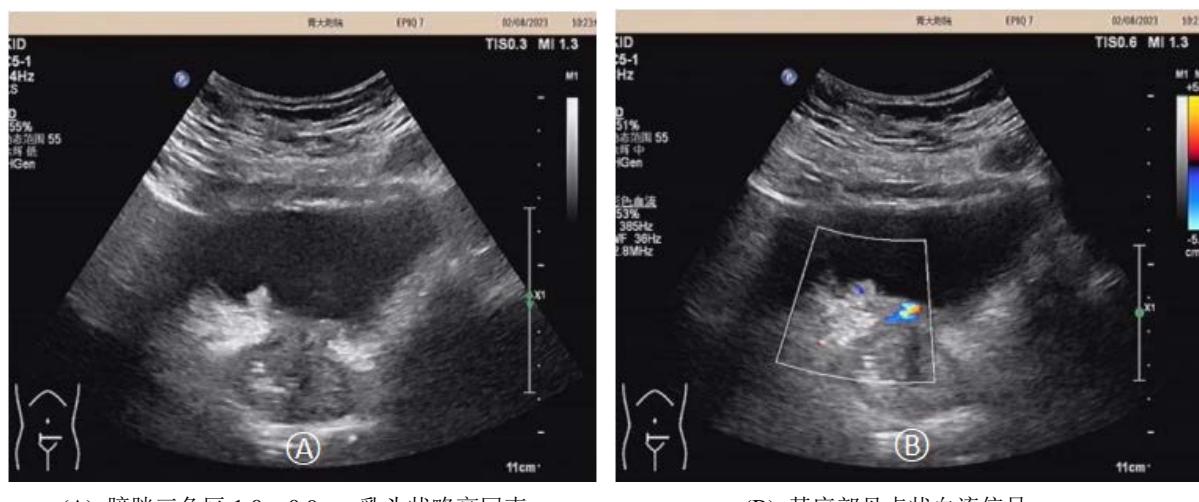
Ultrasound follow-up of abnormal echoes in the bladder
